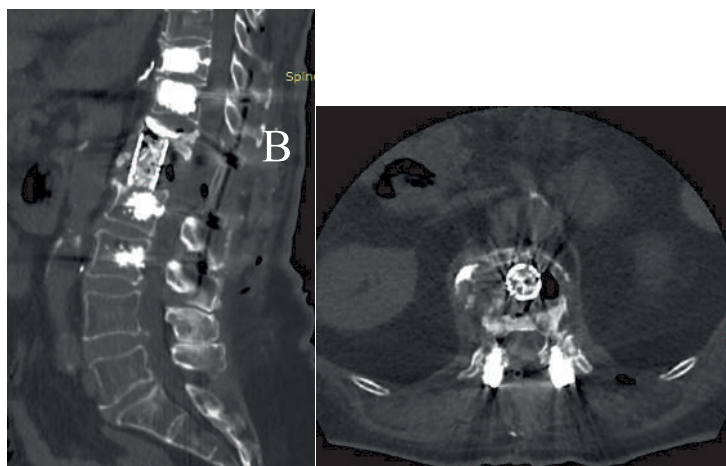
(В) – Послеоперационный КТ снимки. 1 сутки после операции
